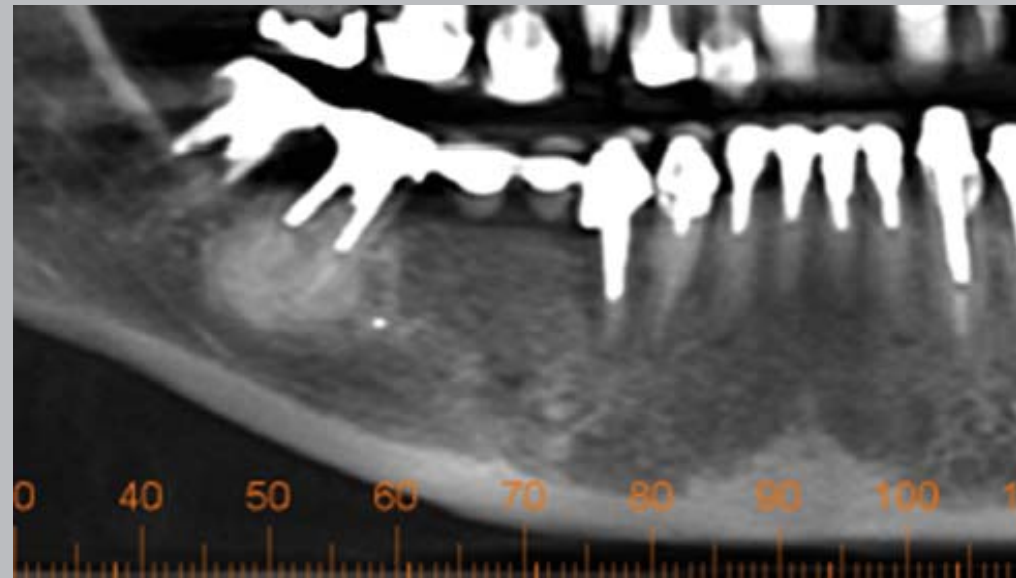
Mujer de 64 años. Estudio cone beam. Vista panorámica hemimandibular derecha. Segundo molar conductos tratados parcialmente. Vemos masa irregular, condensada y fusionada con ambas raíces, de límites definidos, con un degradé en la opacidad de la zona periférica. En cortes transversales y vestibulo lingual, se puede apreciar la disposición periférica de la masa calcificada. (Gentileza Dr. Cohen)
